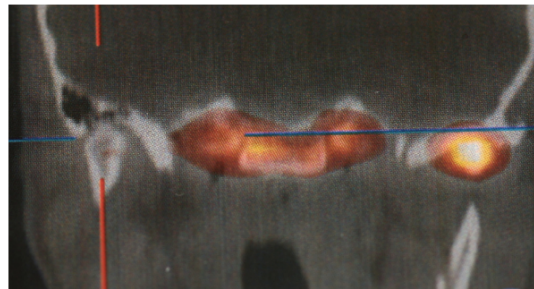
image de SPECT/CT, mettant en évidence un foyer d'hyperfixation dans le condyle pathologique gauche témoignant du caractère actif de l'hypercondylie(18)
